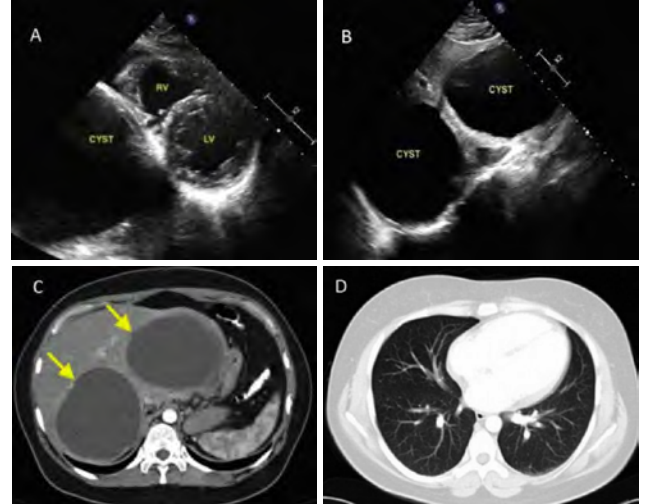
(A) Transthoracic echocardiography showed third chamber besides of left and right ventricle. (B) Modified substernal view showed two cysts in the liver. (C) A contrast-enhanced chest computed tomography scan showed two cysts in the liver. (D) A contrast-enhanced chest computed tomography scan showed there was no pericardial involvement.
